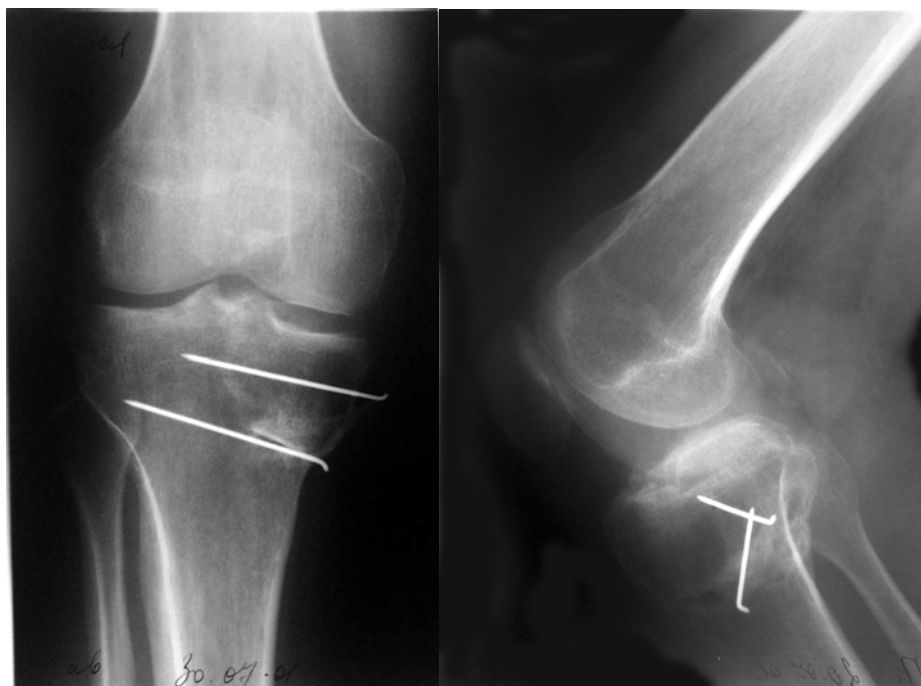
Рентгенограмма через 7 нед.
